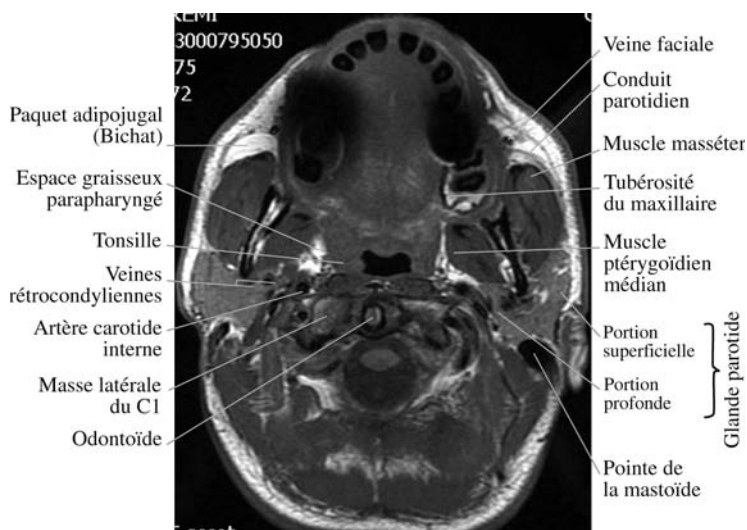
IRM, coupe axiale en séquence T1 passant par l'oropharynx.
